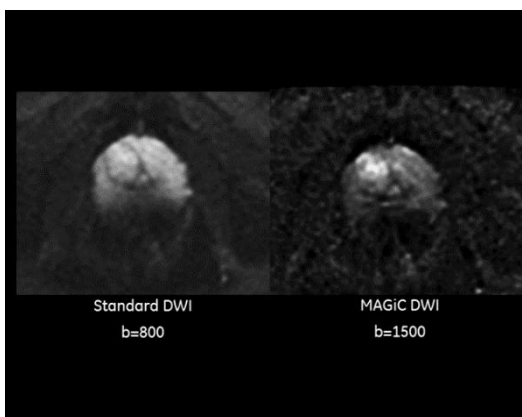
Standard DWI e MAGiC DWI dove si evince un più alto valore di b che ci permette di identificare meglio la zona con la lesione.
